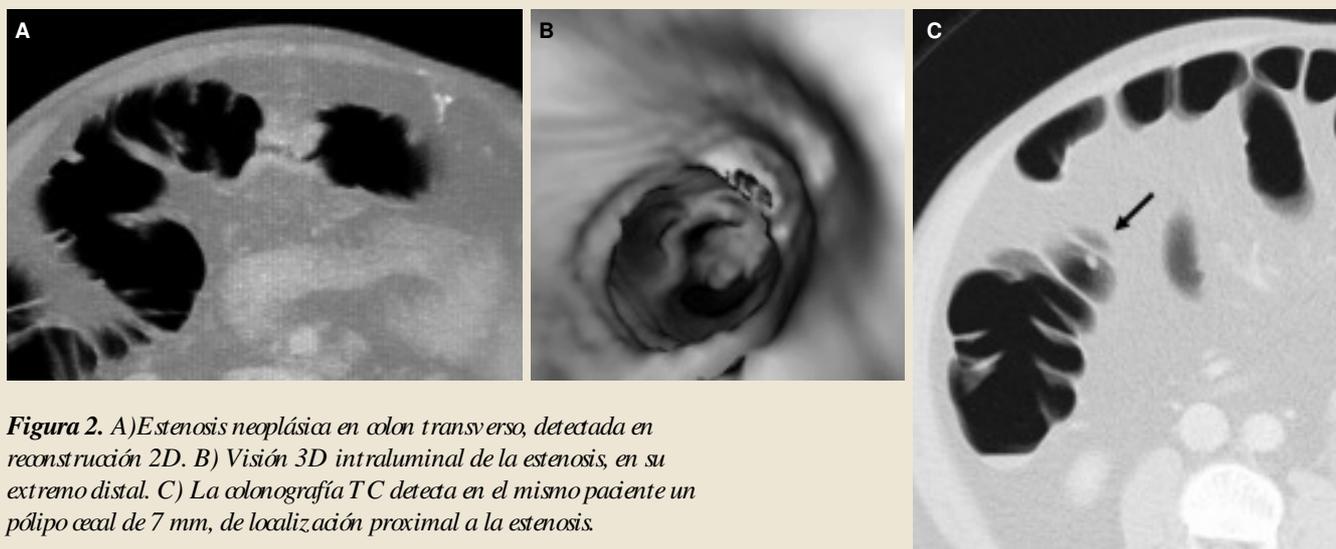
A) Estenosis neoplásica en colon transverso, detectada en reconstrucción 2D. B) Visión 3D intraluminal de la estenosis, en su extremo distal. C) La colonografía TC detecta en el mismo paciente un pólipo cecal de 7 mm, de localización proximal a la estenosis.
